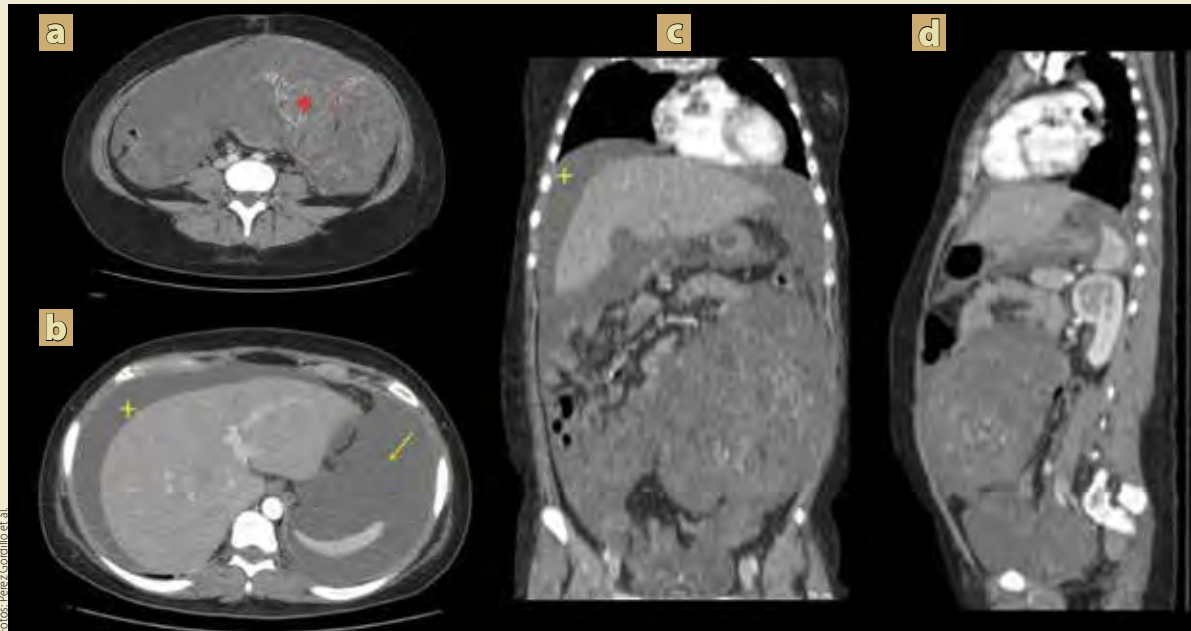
Tomografía abdominopélvica contrastada postoperatoria a y b cortes axiales c y d (reformateo coronal y sagital) con presencia de una tumoración sólida, heterogénea, con realce al medio de contraste que abarca toda la pelvis asociado a siembra de metástasis peritoneales, con pérdida de interface grasa con la vejiga (*), derrame pleural bilateral (+) y ascitis (flecha).
